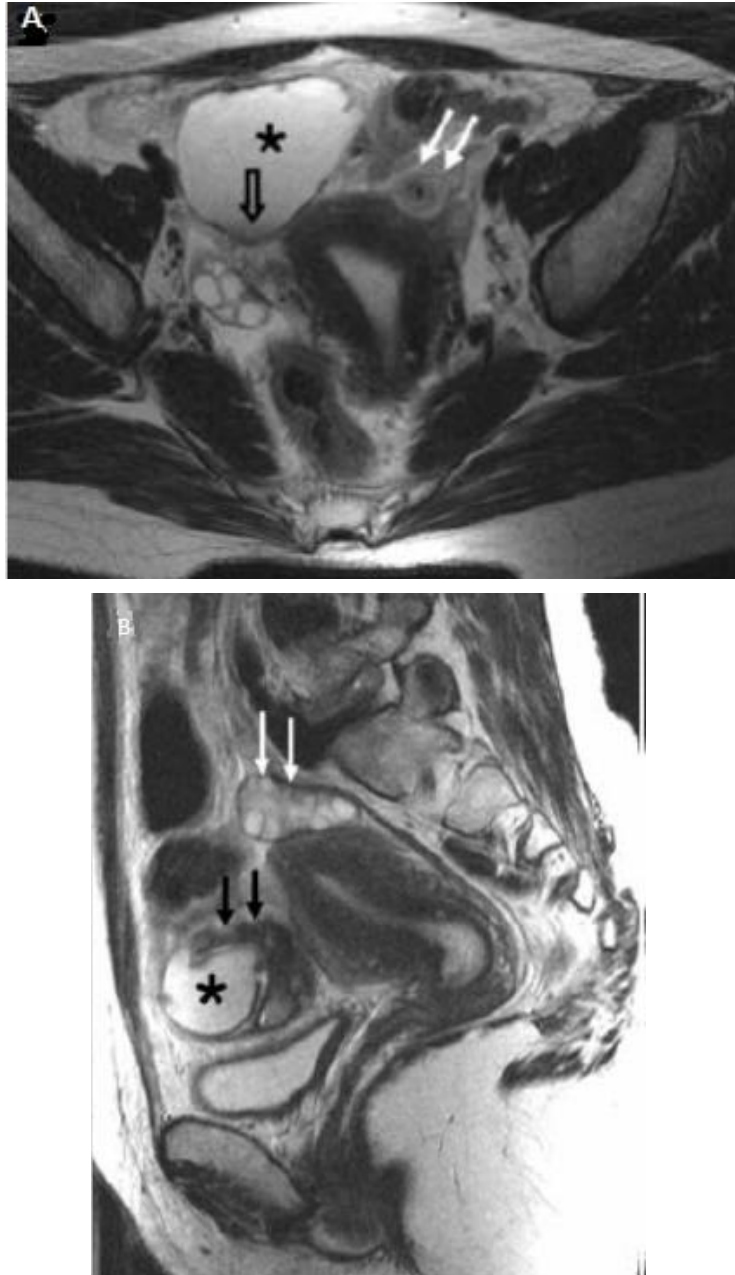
IRM de la même patiente [108]
